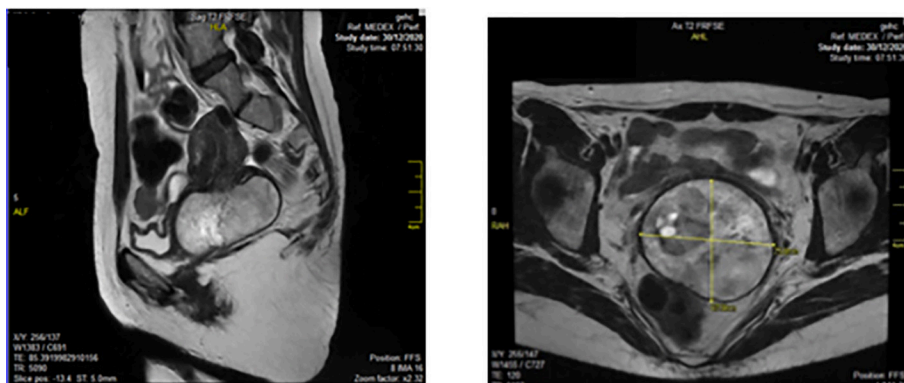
Resonancia magnética nuclear de abdomen y pelvis (secuencias T2). A: corte sagital, se observa tumor localizado en cuello uterino heterogéneo. B: corte axial, se observa a nivel de los acetábulos, tumor heterogéneo con áreas hipotensas sugestivas de necrosis y otras áreas hipertensas. El tumor mide 7,5 x 6,7 cm.
